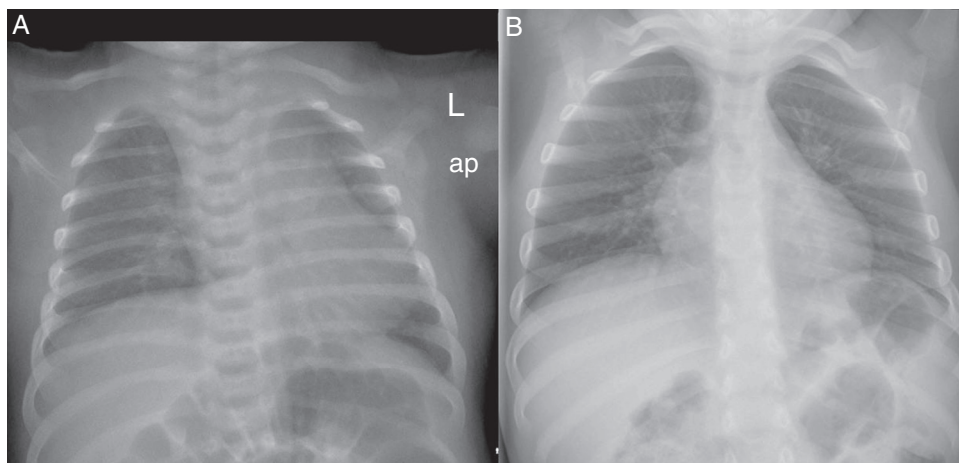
Radiografía de tórax anteroposterior lordótica (clavículas situadas por encima de los vértices pulmonares). Se observa un ápex cardíaco redondeado, que puede confundirse con una hipertrofia ventricular derecha, similar a la de la tetralogía de Fallot. Las costillas muestran una posición horizontal.
